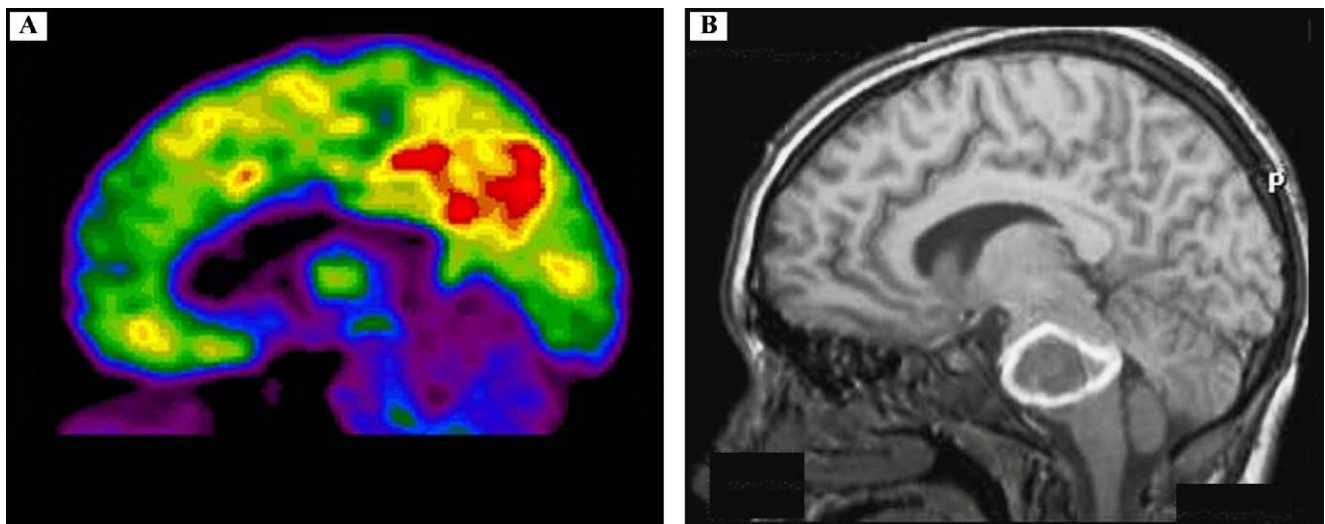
A : tomographie à émission de positons (TEP) au ^{18}F -fluorodésoxyglucose illustrant le métabolisme cérébral intact dans la phase aiguë du LIS lorsque la communication oculaire est rendue difficile par une fluctuation de la vigilance. L'échelle de couleur montre la quantité de glucose métabolisé par 100 g de tissu cérébral par minute. B : IRM (section sagittale) montrant une hémorragie massive dans le tronc cérébral (hyperintensité circulaire) causant un LIS chez une jeune fille de 13 ans (adapté de Laureys et al., 2005).
